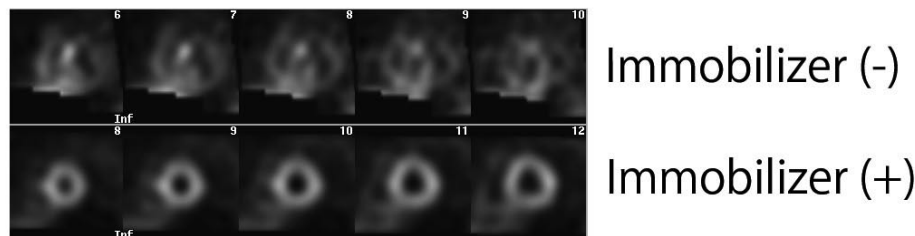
Rest SPECT images of patient No.2 (6 y 5 m female with coronary arterial dilatation) with/without immobilizer (Vac-Loc Cushion)
